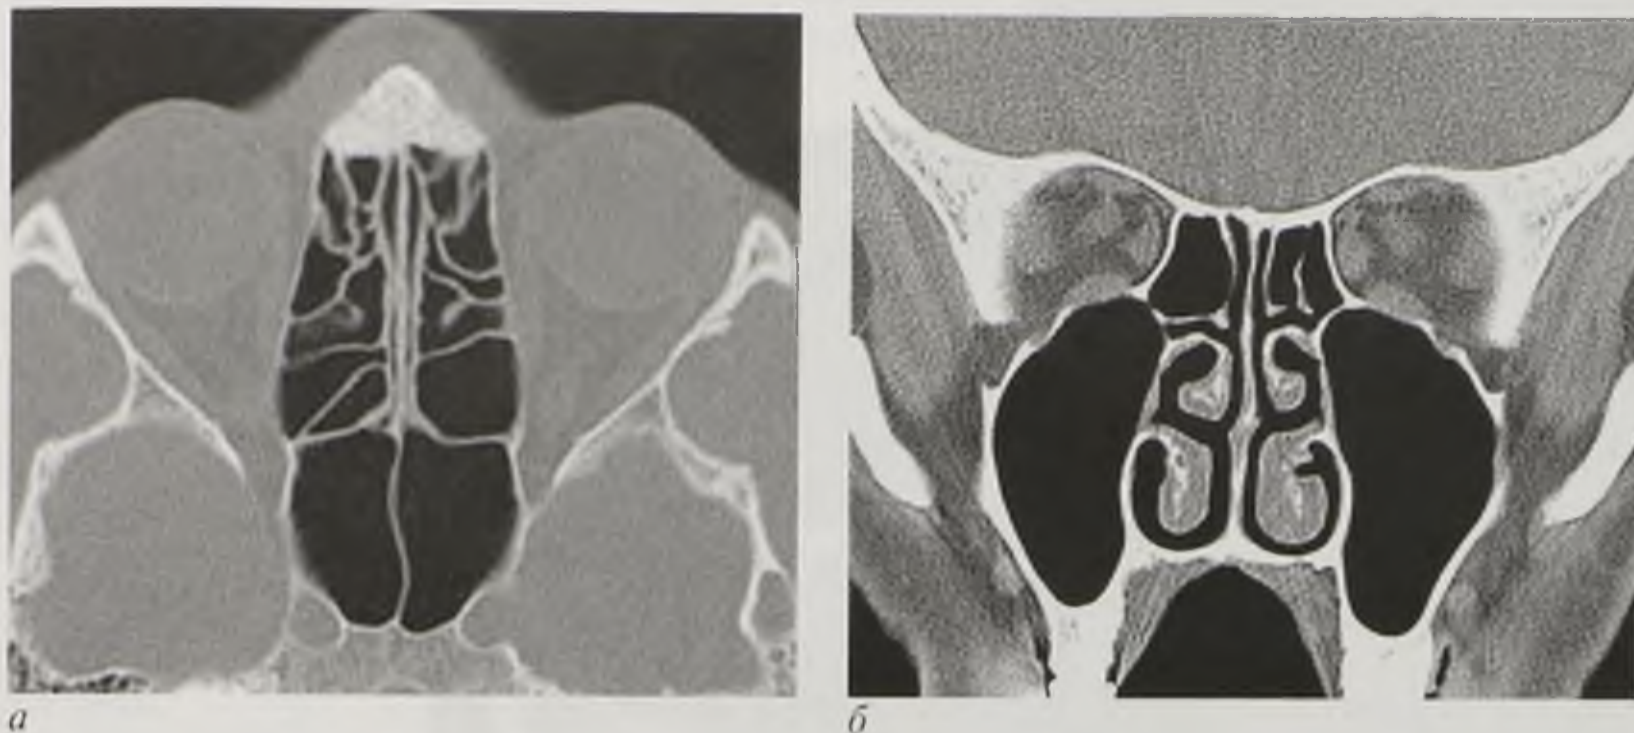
Компьютерные томограммы носа и околоносовых пазух в аксиальной (а) и фронтальной (б) плоскостях. Норма
